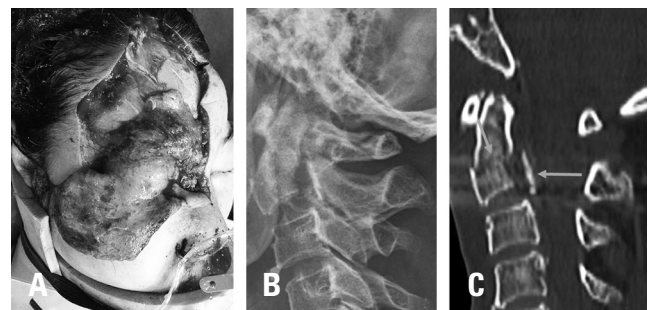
A 60-year-old woman with a degloving wound on the forehead. (A) A lateral view of a plain radiograph of the cervical spine shows a complex fracture line. A coronal-oriented fracture line on the posterior aspect of the axis body and a transverse-oriented fracture line at the base of the odontoid process. (B) A sagittal image of a computed tomography scan more clearly demonstrates the radiographic findings. (C) The blue arrow indicates the fracture line.
